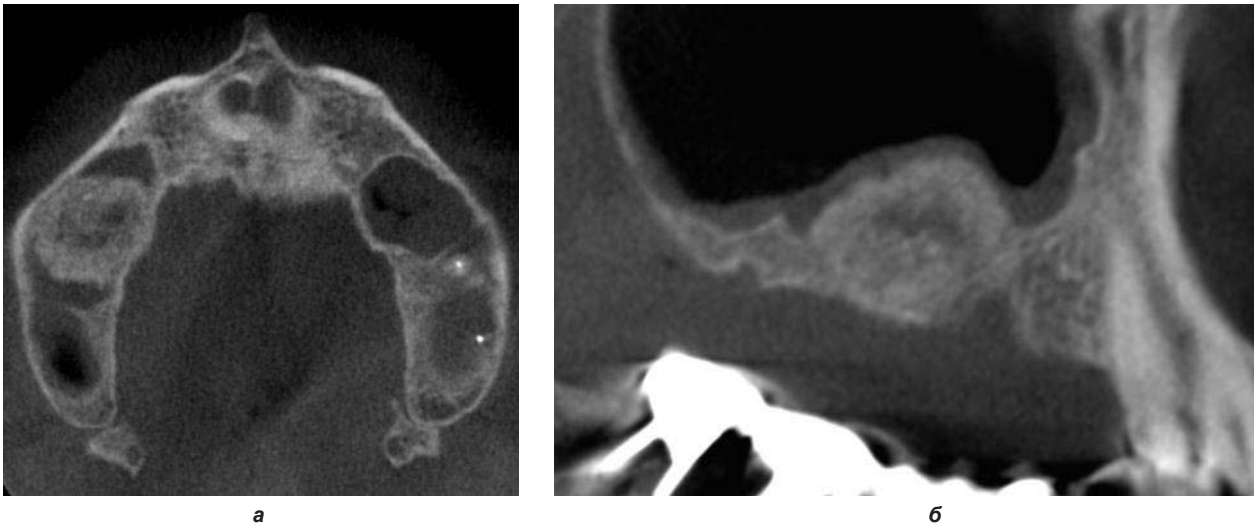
Конусно-лучевая КТ, неоднородность структуры костного регенерата:
